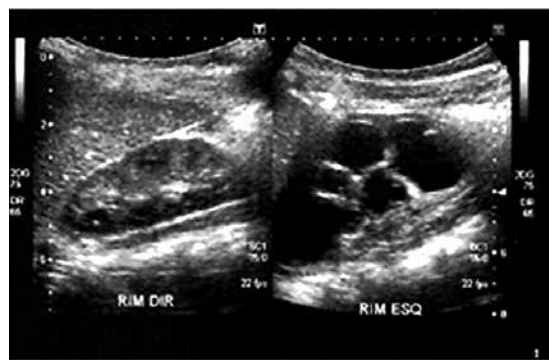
Ultrassonografia: rim direito normal e rim esquerdo hidronefrótico.
